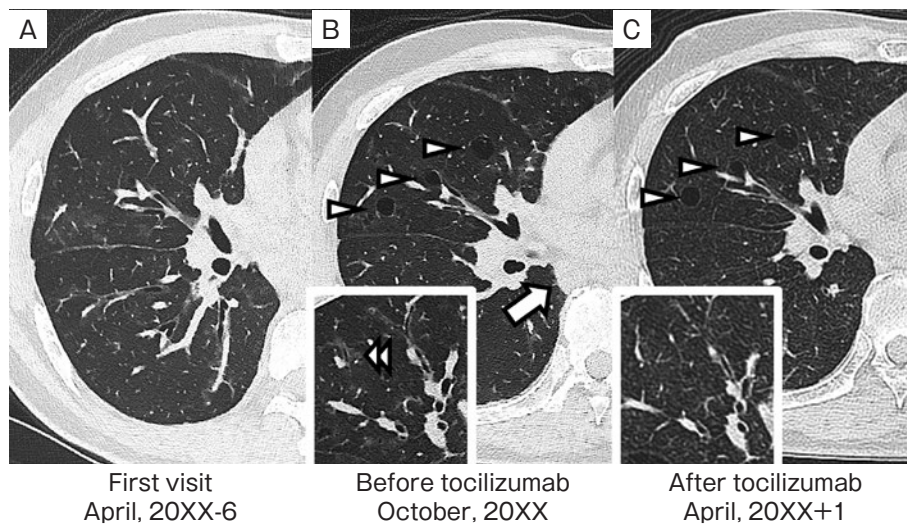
Chest CT scans obtained from case 1. (A) CT at the first visit showed ground-glass opacities mainly along the bronchovascular bundle. (B) CT before tocilizumab showed thin-walled cysts (arrowheads) at the right middle lobe. In addition, mediastinal lymph node swelling was detected (arrow). Insets show magnified views of right middle lobe. Double arrowhead in inset shows ground-glass opacities along the bronchus. (C) Although the ground-glass opacities along the bronchovascular bundle disappeared after administration of tocilizumab, no change of thin-walled cysts (arrowheads) was observed.
